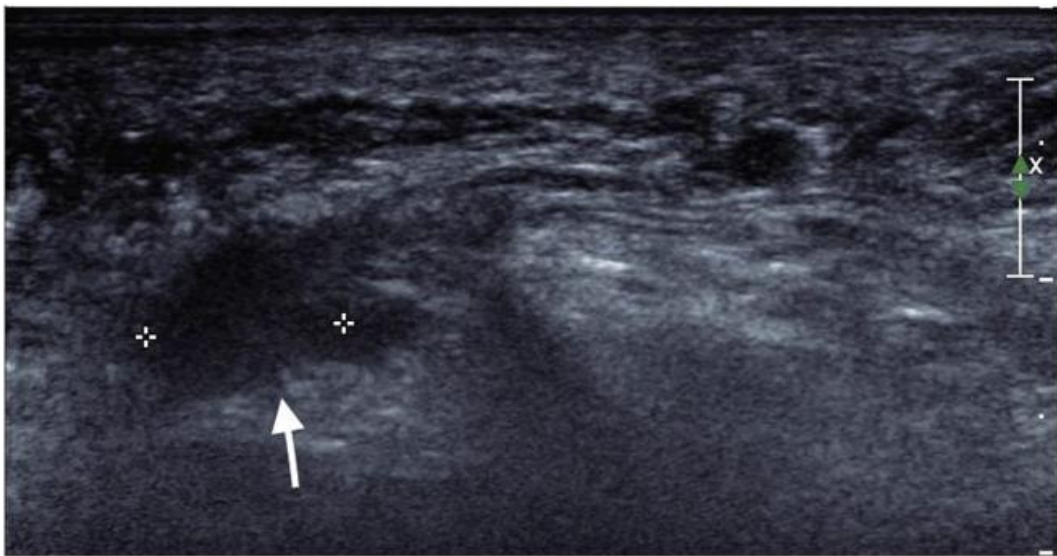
Ecografia che mostra il neuroma di Morton
